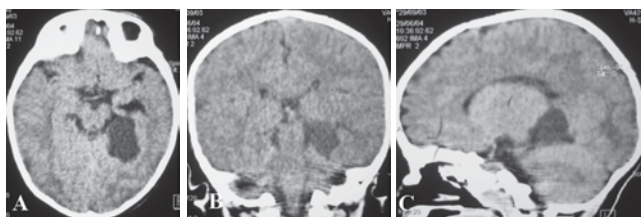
TC 29 de Junio 2004. Lesión quística temporal medial izquierda con efecto de volumen, cortes axial (A), coronal (B) y sagital (C).
